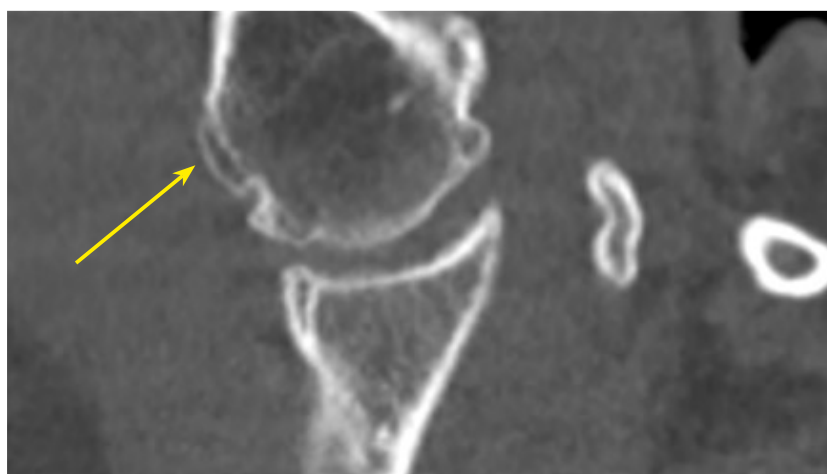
МСКТ пациента А. с акромегалией 37 лет, коронарная проекция. ОА плечевого сустава, грубые костные разрастания по контурам головки плечевой кости (стрелка).
